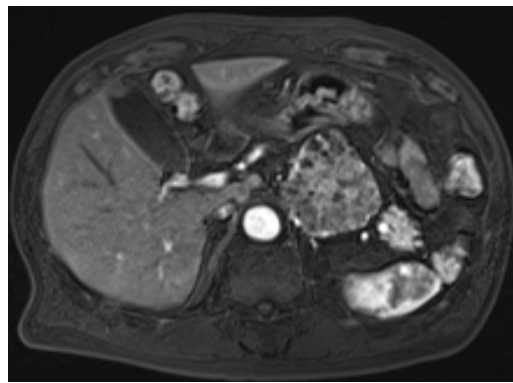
MRI 脂肪抑制 T1 強調像 造影 30 秒後
